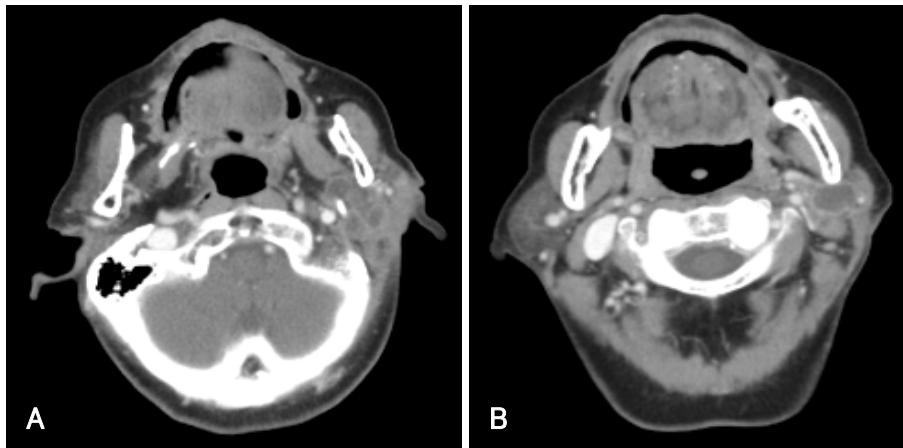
Eight months after superficial parotidectomy, axial view of contrast-enhanced Neck Computed Tomography. Shows masses extended to the left external auditory canal (A). Shows multiple small solid, heterogeneously hypoattenuating masses of the left parotid gland with mild peripheral rim enhancement (B).
